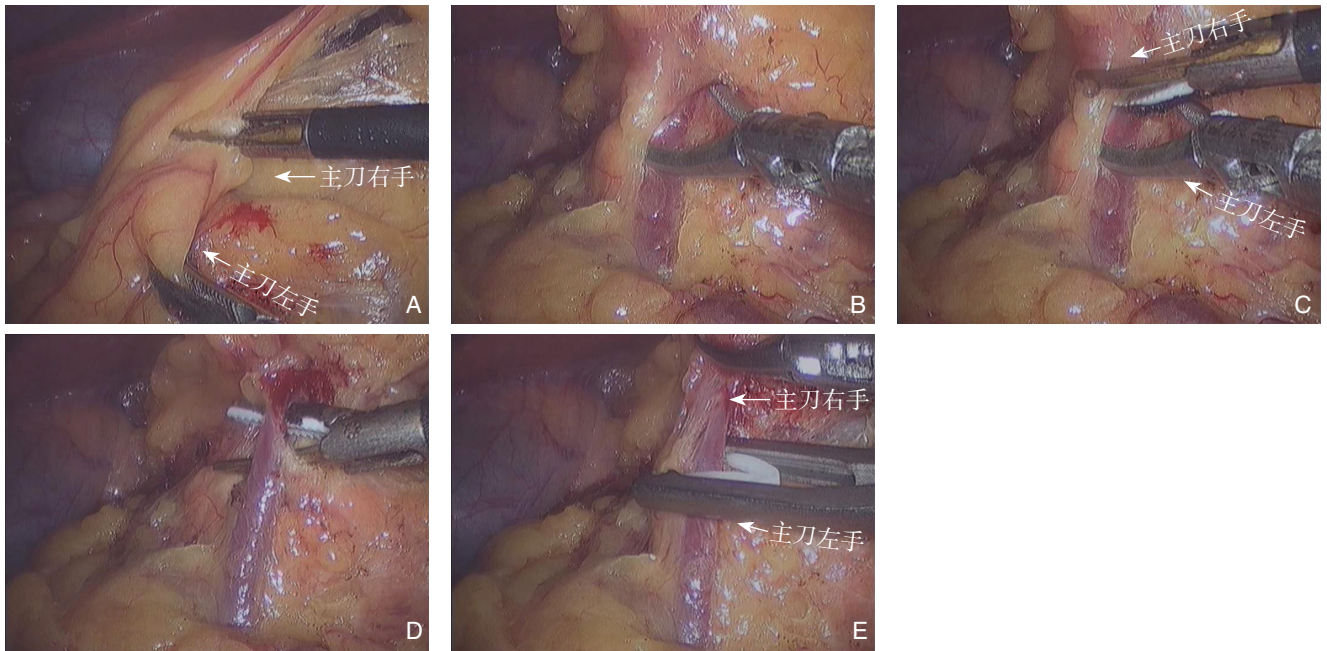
方法 1 处理幽门下血管 A: 打开系膜表层; B: 左手持血管钳沿血管纵轴方向撑开血管外组织; C: 右手持超声刀离断血管钳之间组织; D: 确定血管游离完全; E: 离断血管
